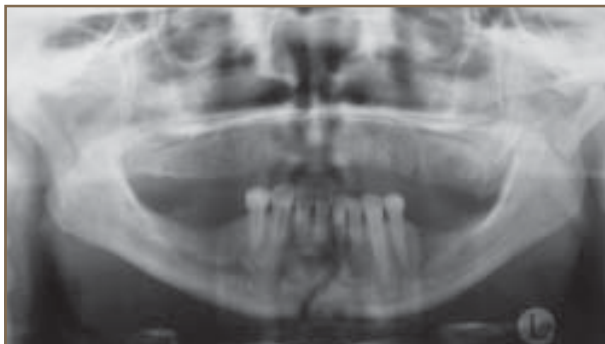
Ortopantomografía donde se observa una cuádruple fractura mandibular.
